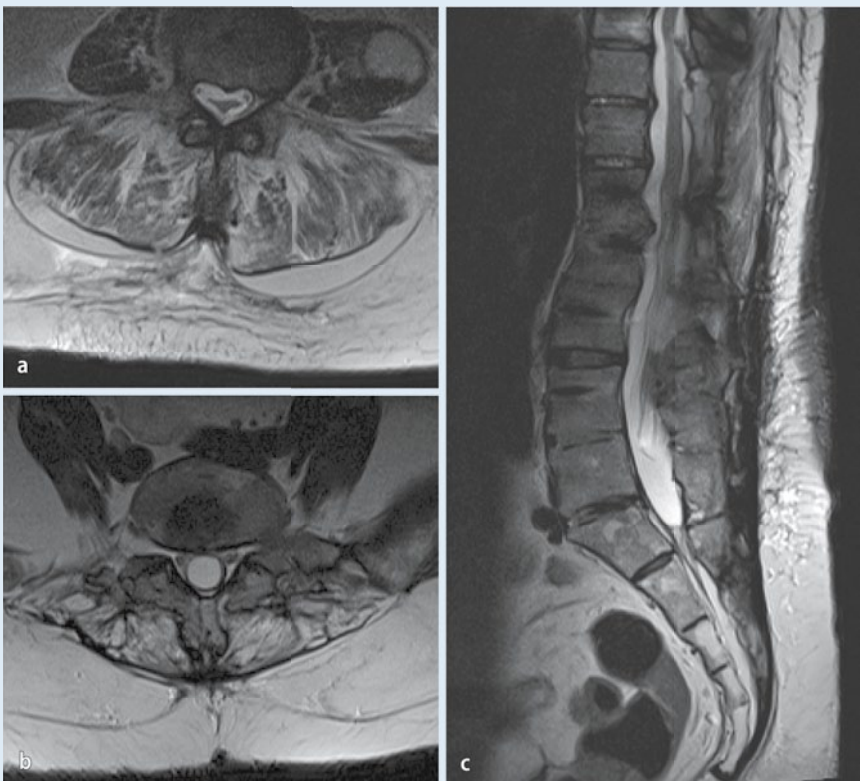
◀ MRT der Lendenwirbelsäule in T2w-TSE-Technik in transversaler (a, b) und sagittaler (c) Schnittführung. Arachnoiditis Delamater Stadium 1 mit zentral im Duralsack verklebten Kaudafasern (a); Arachnoiditis Delamater Stadium 2 (b) mit peripher am Duralsack adhären Kaudafasern und konsekutiv leerem Duralsack („empty thecal sac“). Stadium 3 (kein Bildbeispiel) entspricht einem mit entzündlichem Gewebe ausgefüllten Duralsack mit Maskierung der Kaudafasern. TSE Turbospinecho
